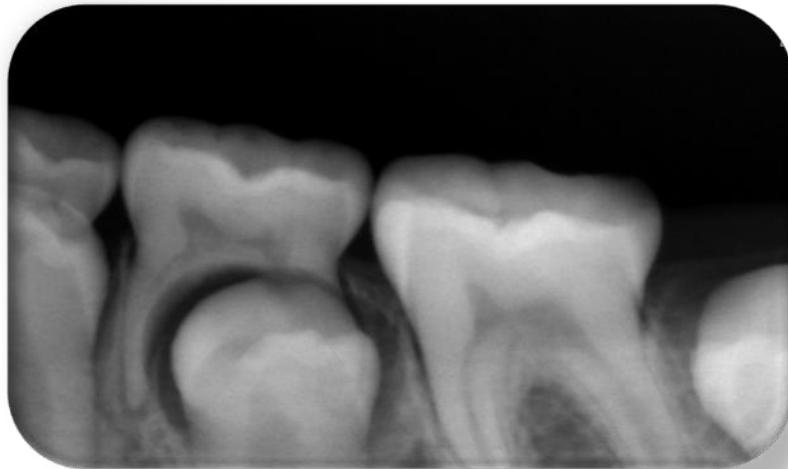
Radiografía preoperatoria del primer molar permanente izquierdo inmaduro con Hipomineralización (MIH).
